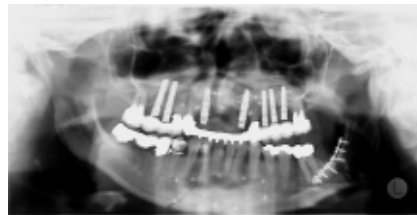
Gleiche Patientin wie Abb. 1. Das postoperative Rundschnittbild (Orthopantomogramm) nach Versorgung der Kieferwinkelfraktur zeigt deutlich eine Paramedianfraktur, die im initialen CT nicht erkennbar war.
